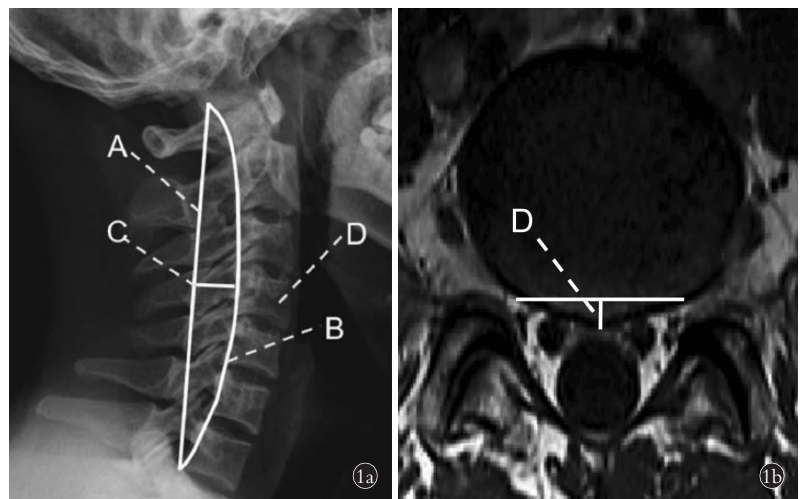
颈椎弧度和颈椎间盘膨隆程度的影像学测量 1a. 颈椎弧度的 X 线测量:颈椎侧位 X 线上 C₂ 齿状突的后上缘和 C₇ 椎骨的后下缘之间的连线为 A 线,沿颈椎椎骨后缘画弧线为 B 线,A 线和 B 线之间的最长距离直线为 C 线。C 线的长度即为颈椎弧度 1b. 颈椎间盘膨隆程度的 MRI 测量:颈椎横断位 MRI 上椎体后缘的中点到前硬脊膜的矢状位连线为 D 线(椎间盘膨隆程度)
